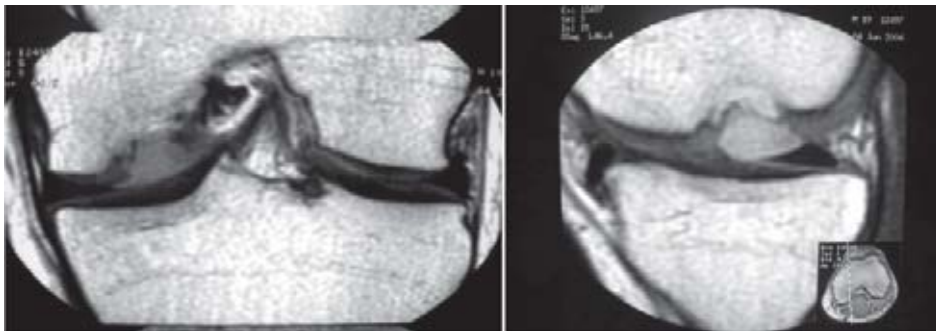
Imagen de resonancia magnética que muestra cuerpo libre proveniente del tercio posterior del cóndilo medial con defecto de la superficie articular. Lesión tipo IV de Dipaola.
